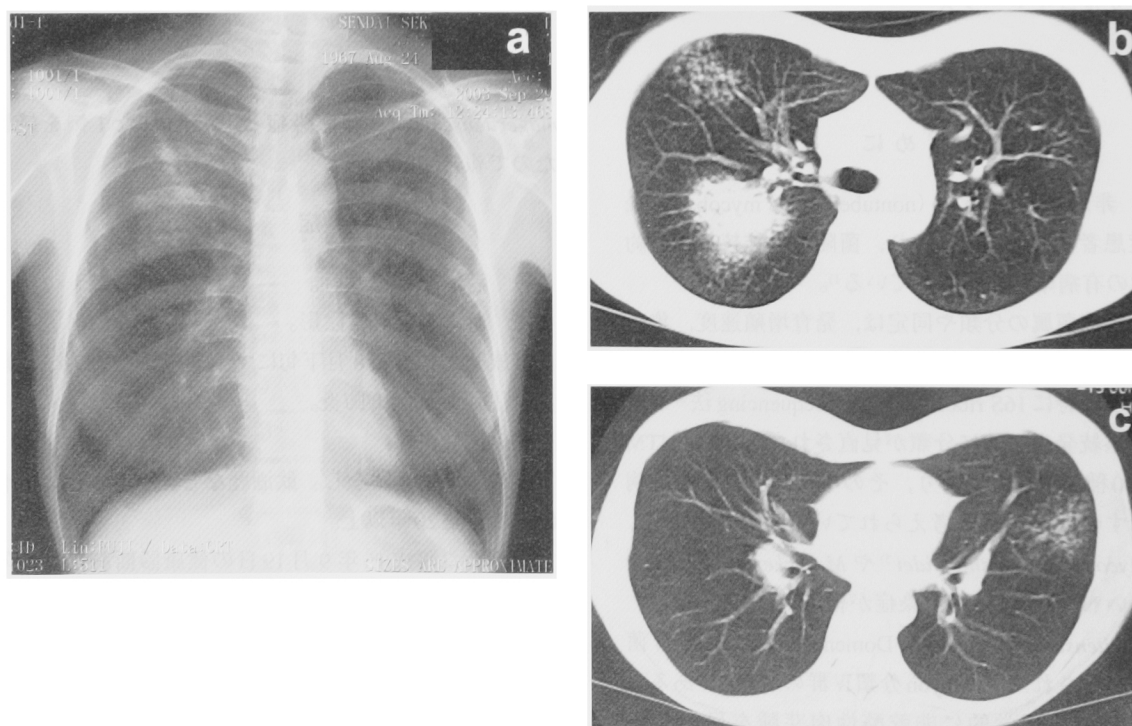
a) Chest radiograph on September 29, 2003. Diffuse uneven bilateral patchy infiltrates can be seen.
